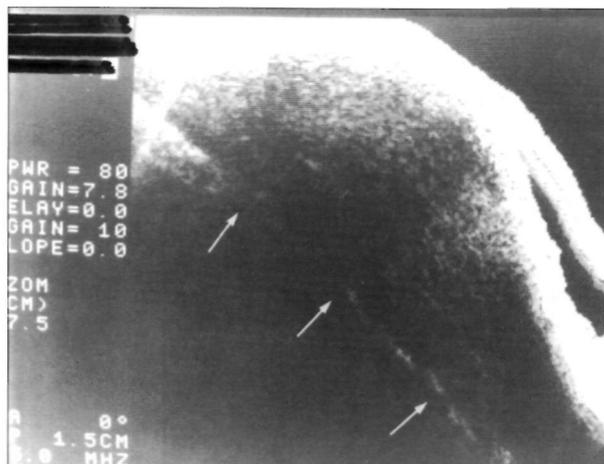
ECOGRAFÍA: Lesión de partes blandas: sólida, hipocogénica y ovalada que se localiza por fuera del plano de la pared costal (flechas blancas).
